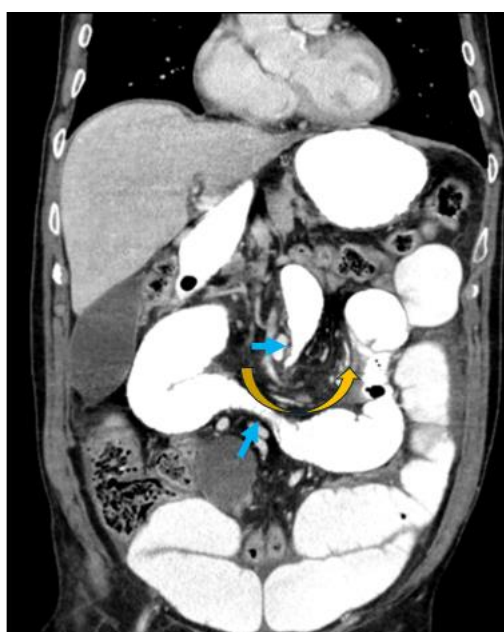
TC de abdomen y pelvis con contraste intravenoso y oral, reconstrucción coronal. Presenta el signo del remolino (flecha naranja), en el cual se observa una disposición arremolinada del mesenterio y sus vasos alrededor del punto de torsión. Además, se visualizan dos puntos de cambio de calibre (flechas celestes), en relación con obstrucción en asa cerrada. Servicio de Radiodiagnóstico Complejo Asistencial de Zamora.
